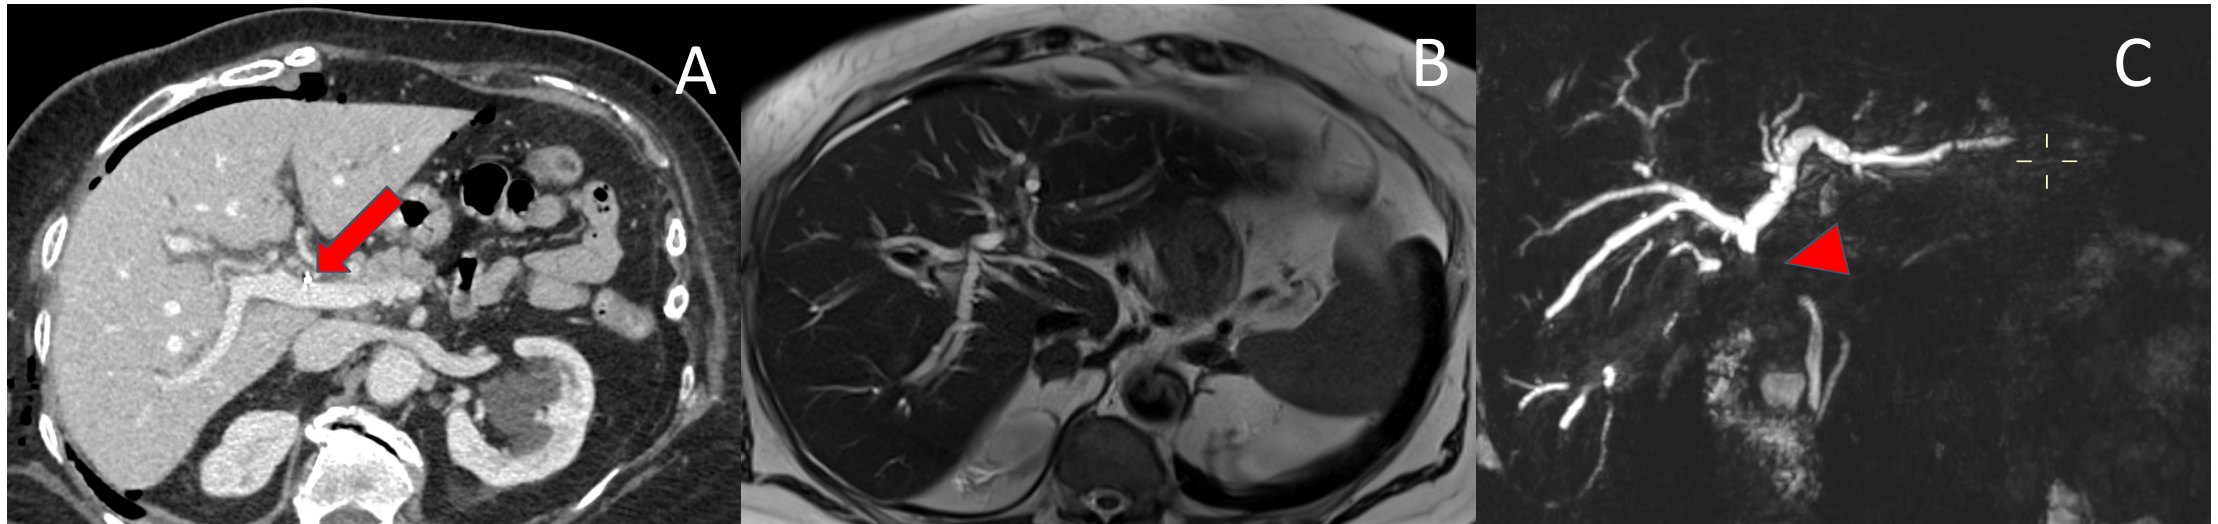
Lesión de la vía biliar en paciente de 75 años con ictericia tras colecistectomía difícil. (A) TC con contraste iv. y (B) colangio-RM (MIP): dilatación moderada de la vía biliar intrahepática con interrupción brusca (“stop”) (cabeza de flecha) en el conducto hepático común, inmediatamente distal a la confluencia biliar. Distal a la obstrucción no se identifica el conducto hepático, en el lugar del lecho quirúrgico donde se sitúan los clips (flecha), reapareciendo con calibre normal en su porción intrapancreática.
